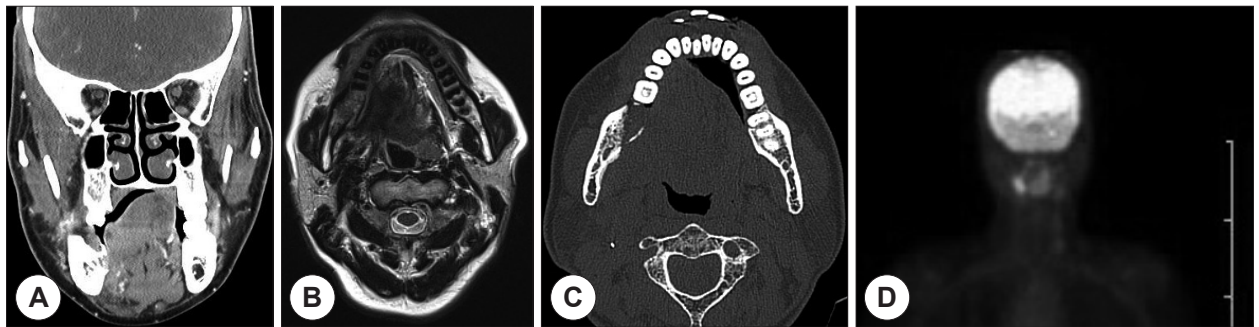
The radiologic exam shows that a tumor which was ruled out recurrent tongue cancer. A : Oropharynx CT coronal image shows infiltrative isodense mass involving right posterolateral tongue and retromolar trigon, extended to cortical bone of mandible body. B : Oropharynx MR axial image shows focal extension to right deep extrinsic muscles including hyoglossus, mylohyoid. C : Dental CT shows irregular bony erosion or destructive lesions involving right retromolar trigon and mandible body. D : PET-CT shows hypermetabolic lesion on right lateral aspect of tongue.
